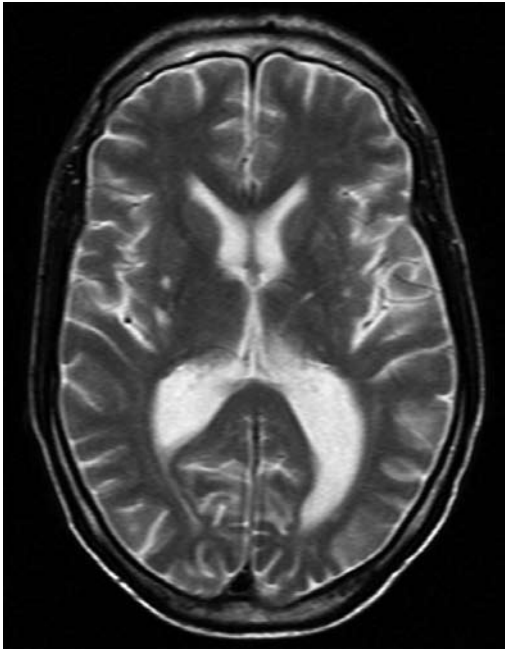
Typischer kernspintomografischer Befund einer HIV-assoziierten Demenz
